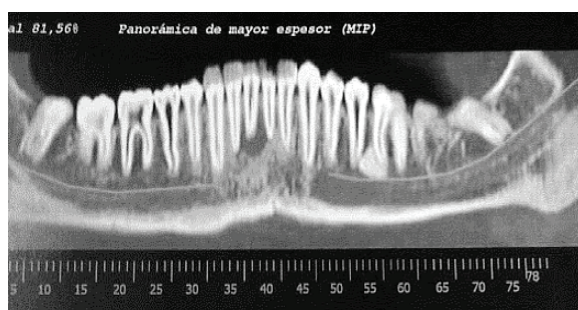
Radiografia panorâmica da mesma adolescente. Abriu-se o canal pulpar para permitir a drenagem. Posteriormente colocou-se hidróxido de cálcio por um mês e em seguida foi feita a obturação definitiva
